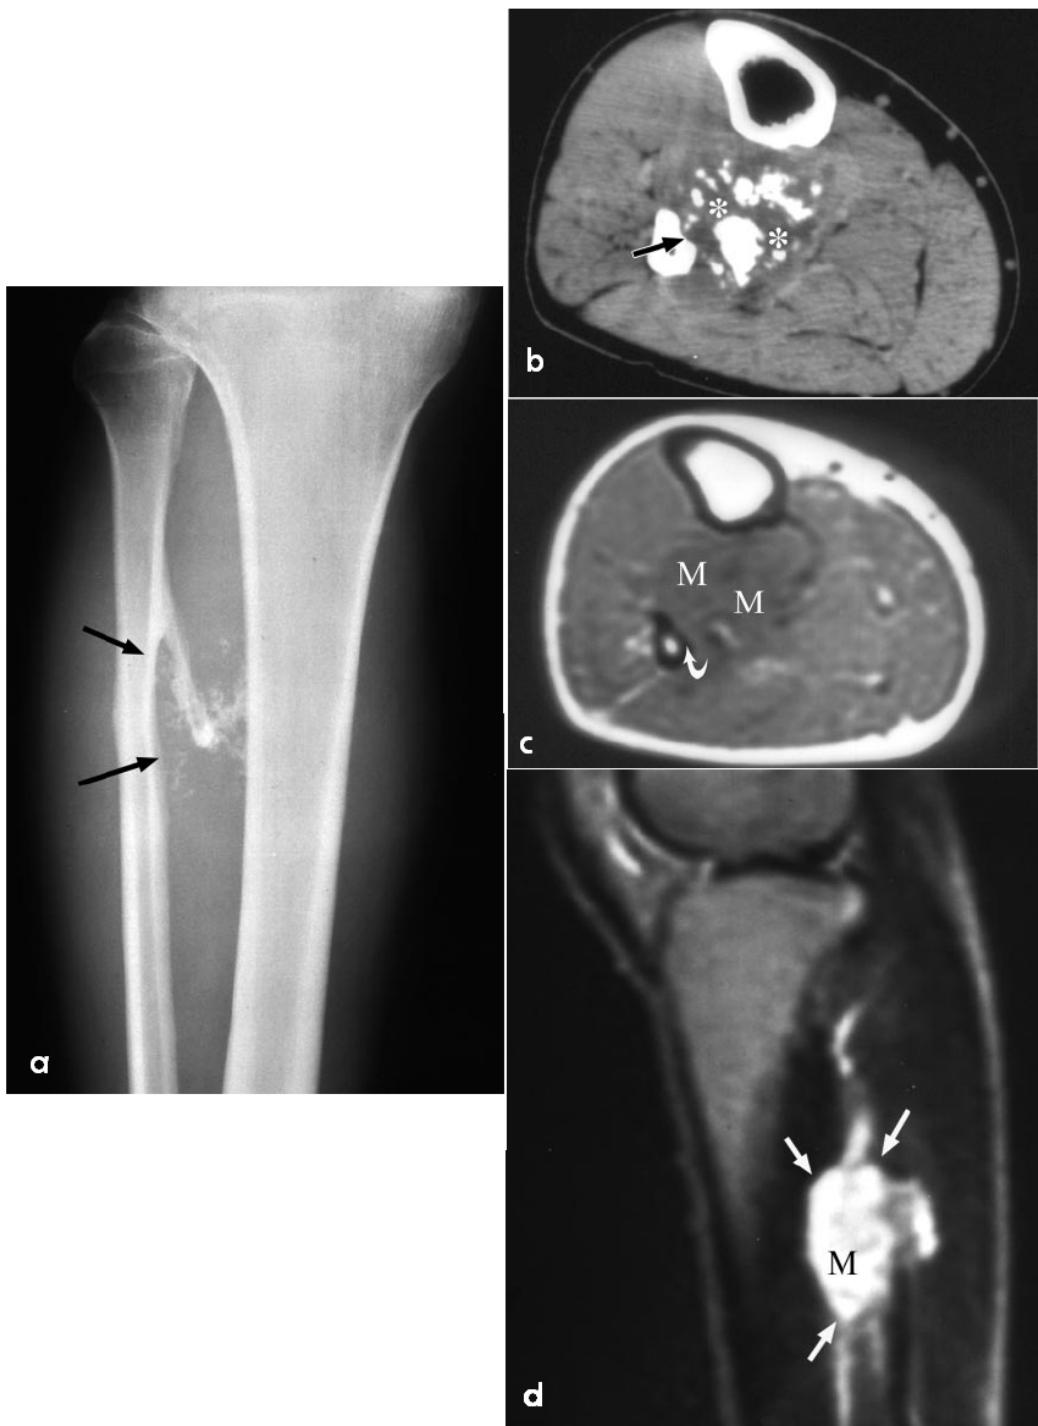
chondrosarcome juxtacortical fibulaire. -a- radiographie de la jambe en incidence de face montrant une excroissance osseuse pédiculée de la face interne de la fibula, associée à des calcifications des parties molles et une érosion extrinsèque de la corticale (flèches) ; -b- coupe scanographique axiale révélant une matrice composée de foyers minéralisés et d'autres hypodenses non minéralisés (astérisque) typiques des néoplasmes cartilagineux, associée à une érosion extrinsèque de la fibula (flèche). -c- coupe axiale en séquence pondérée T1 montrant une masse de l'extrémité proximale de la diaphyse fibulaire en hyposignal de siège juxtacorticale (M), associée à une érosion extrinsèque de la corticale, mais sans extension endomédullaire. -d- Coupe IRM sagittale T2 montrant une masse en hypersignal franc (M) ayant des marges lobulées (flèches)
